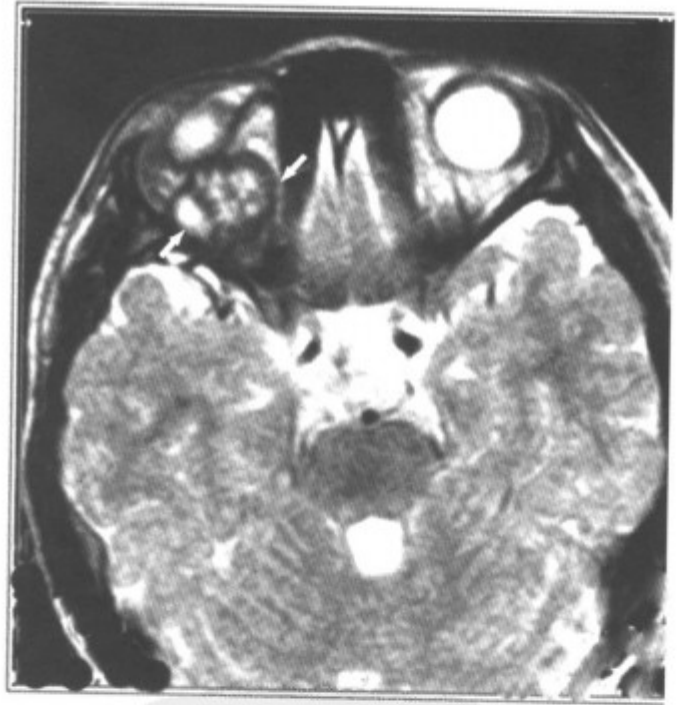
MRI-T₂WI, 示右眶内肿物信号不均 (箭头) (同上病例)
